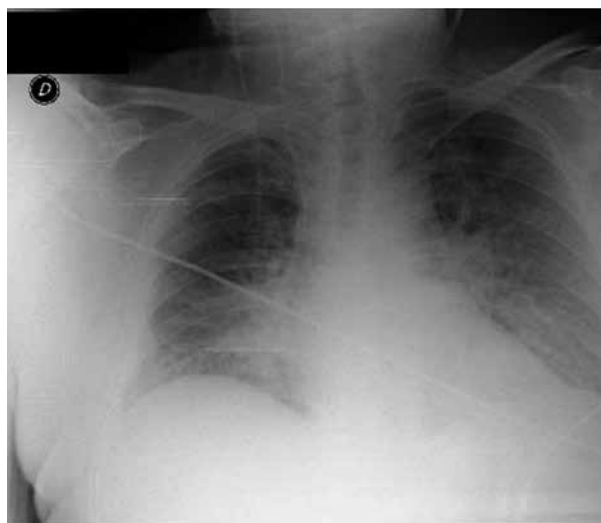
Radiografía de tórax donde se observa patrón congestivo bilateral
